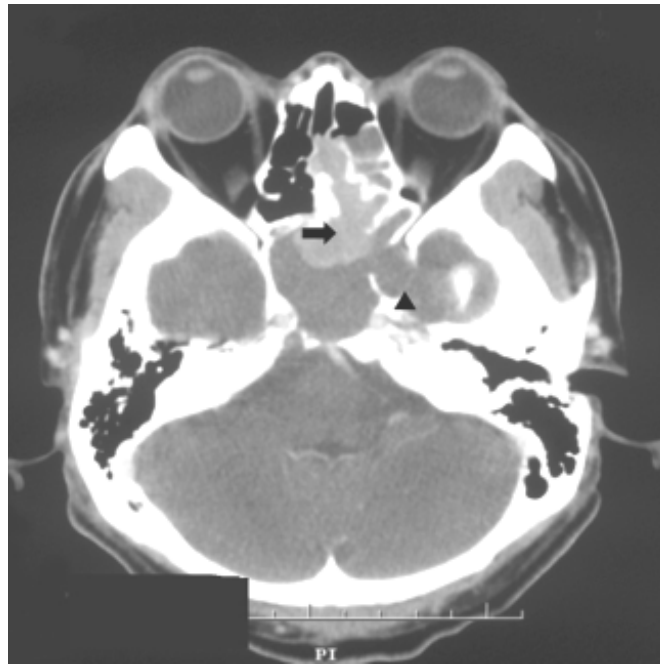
TDM crânio-faciale en coupe axiale passant par les orbites montrant une tumeur (flèche) au niveau des cellules ethmoidales et étendue vers la cavité nasale et le sinus sphénoïdal gauches (92).
